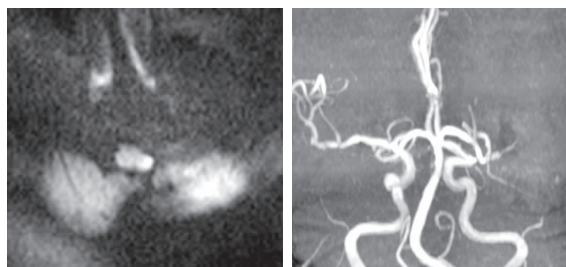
例 2 DWI 示左侧延髓背外侧急性梗死,MRA 示左侧椎动脉优势直接延续为基底动脉,右侧椎动脉未与左侧汇合,可见较粗的左侧小脑后下动脉。
